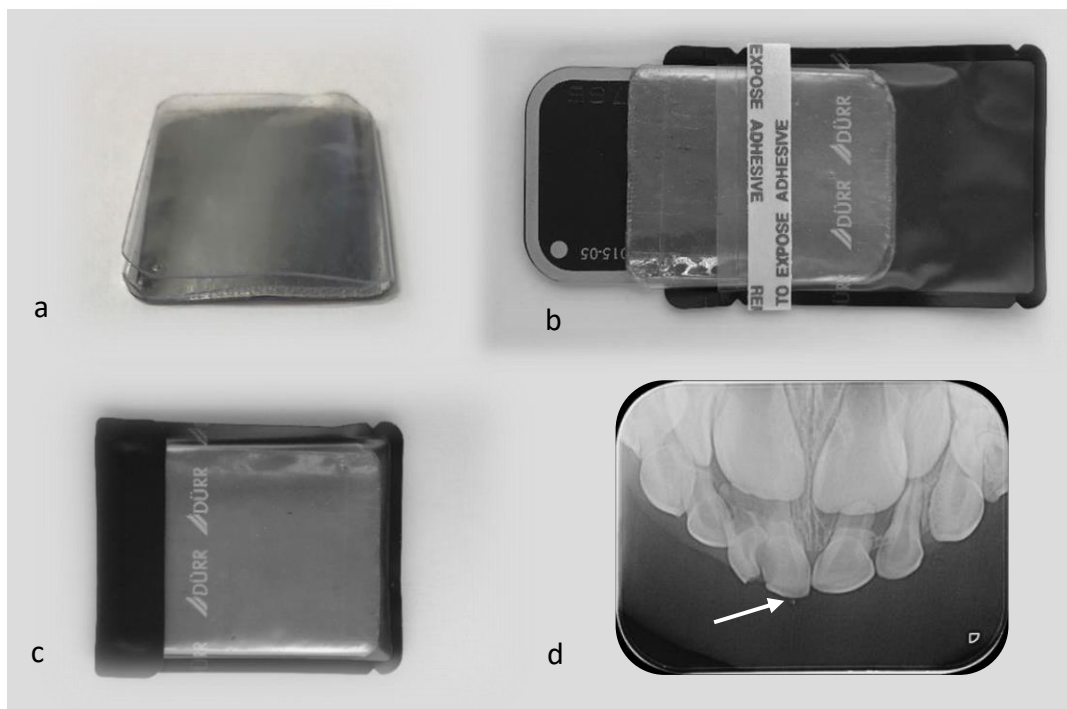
(a) 0,3mm protective device by itself, (b) Image of the PSP used with protective device, and (c) with light protection cover sealed. (d) Radiographic image of a five years old child, made with modified occlusal technique. It is possible to observe the artefact close to the incisal of the deciduous tooth 51, resulting of the bite force.
